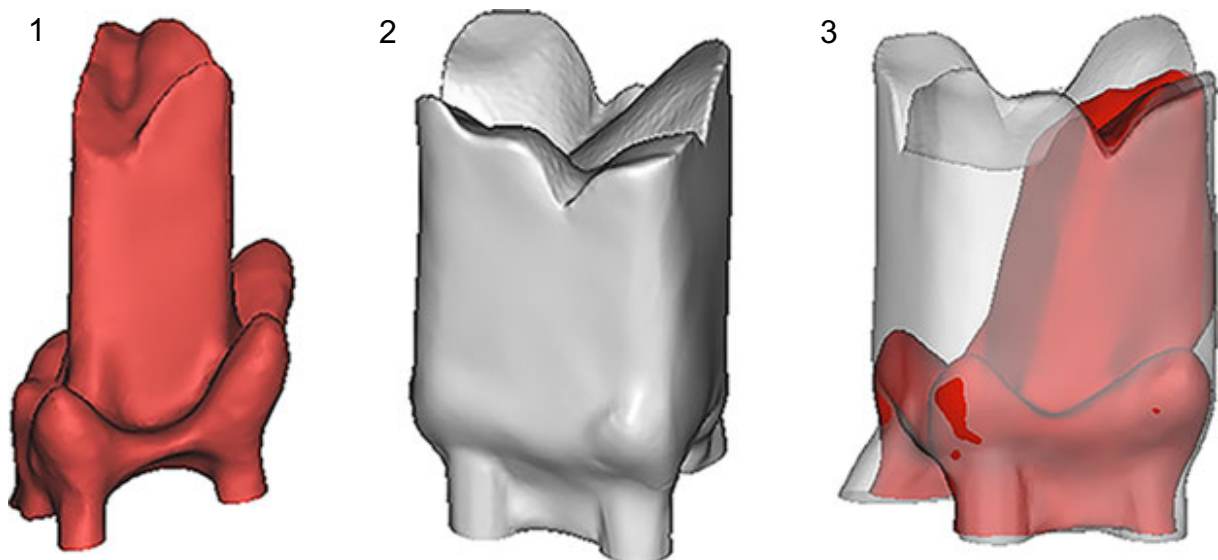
Modélisations 3D à partir d'un CBCT de la CAE conservatrice (1), traditionnelle (2) et superposition (3) des volumes des cavités d'accès minimalement invasives (en rouge) et traditionnelles (en gris) et de leurs espaces canaux. Notons la conservation des cornes pulpaire dans la technique de CAE contractée (source : Yuan et coll., 2016).
